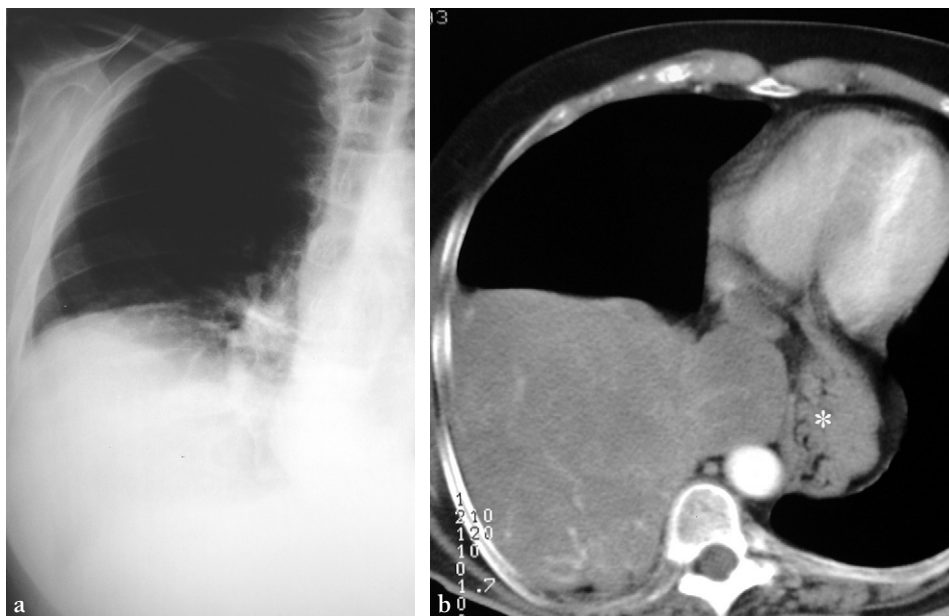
Fibrosarcome sarcome pleural avec aspect de pseudo-ascension de la coupole diaphragmatique droite (a) et volumineuse tumeur en TDM (b) se prolongeant dans le médiastin moyen avec effet de masse sur les structures de voisinage. Hernie hiatale (astérisque).
